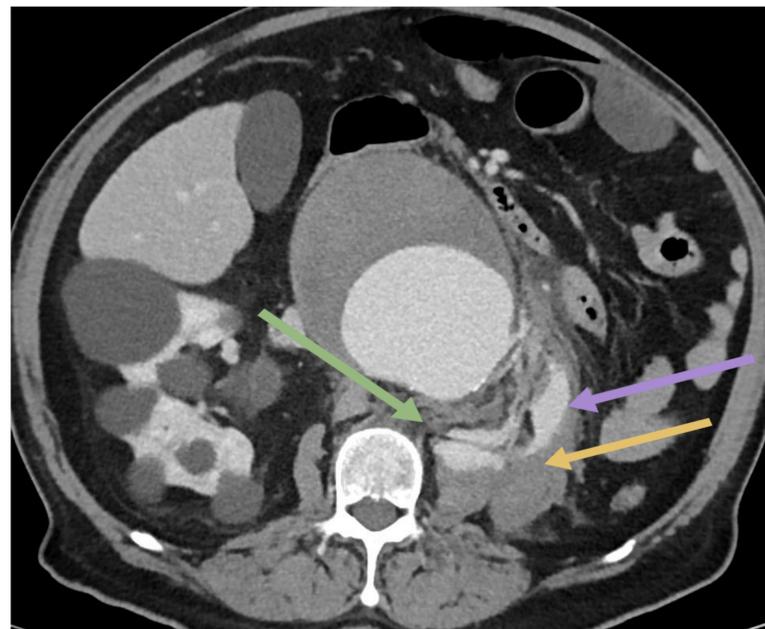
(TC abd cte) AAA roto con hematoma, reticulación de la grasa y extravasación de cte.
